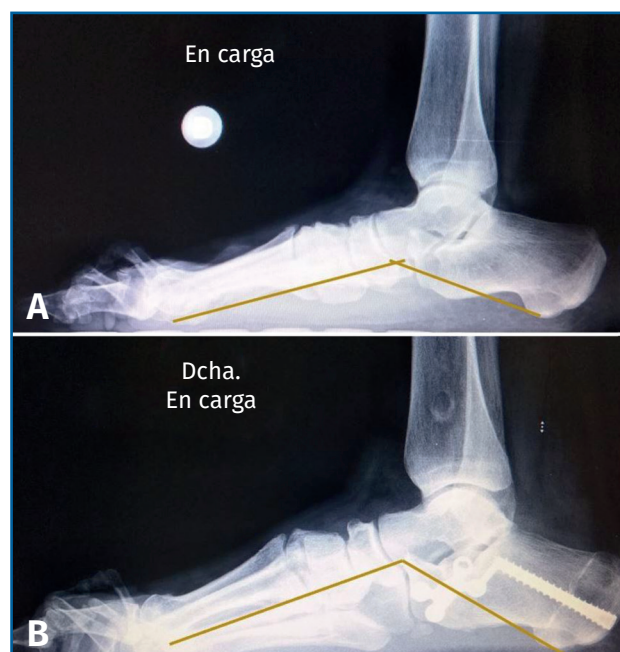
A: radiografía lateral en carga preoperatoria con medición del ángulo de Moreau Costa Bartani; B: modificación posquirúrgica del ángulo después de la doble osteotomía.
